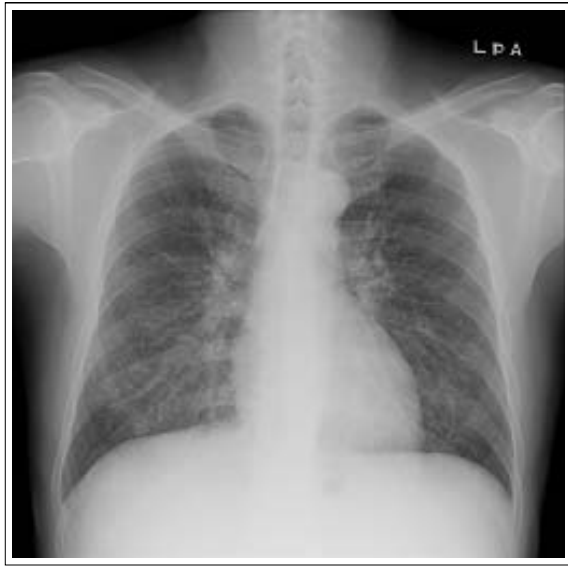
Chest radiograph shows diffuse miliary nodules in both lungs.
